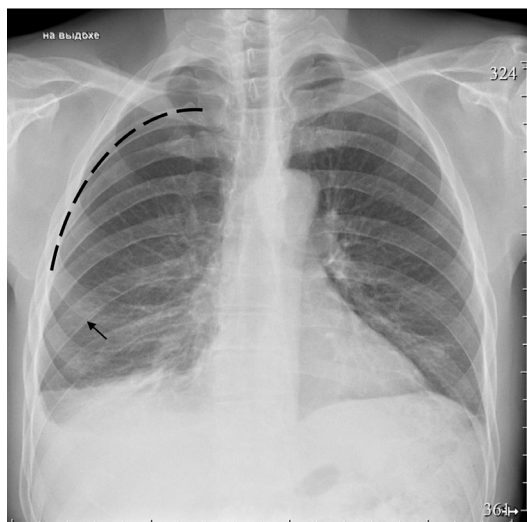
Рентгенограмма органов грудной полости того же пациента в день поступления в клинику (09 ч 38 мин 17.02.2025 г.): пунктир – смещение верхней границы правого лёгкого, стрелка – место перелома 8-го ребра справа
